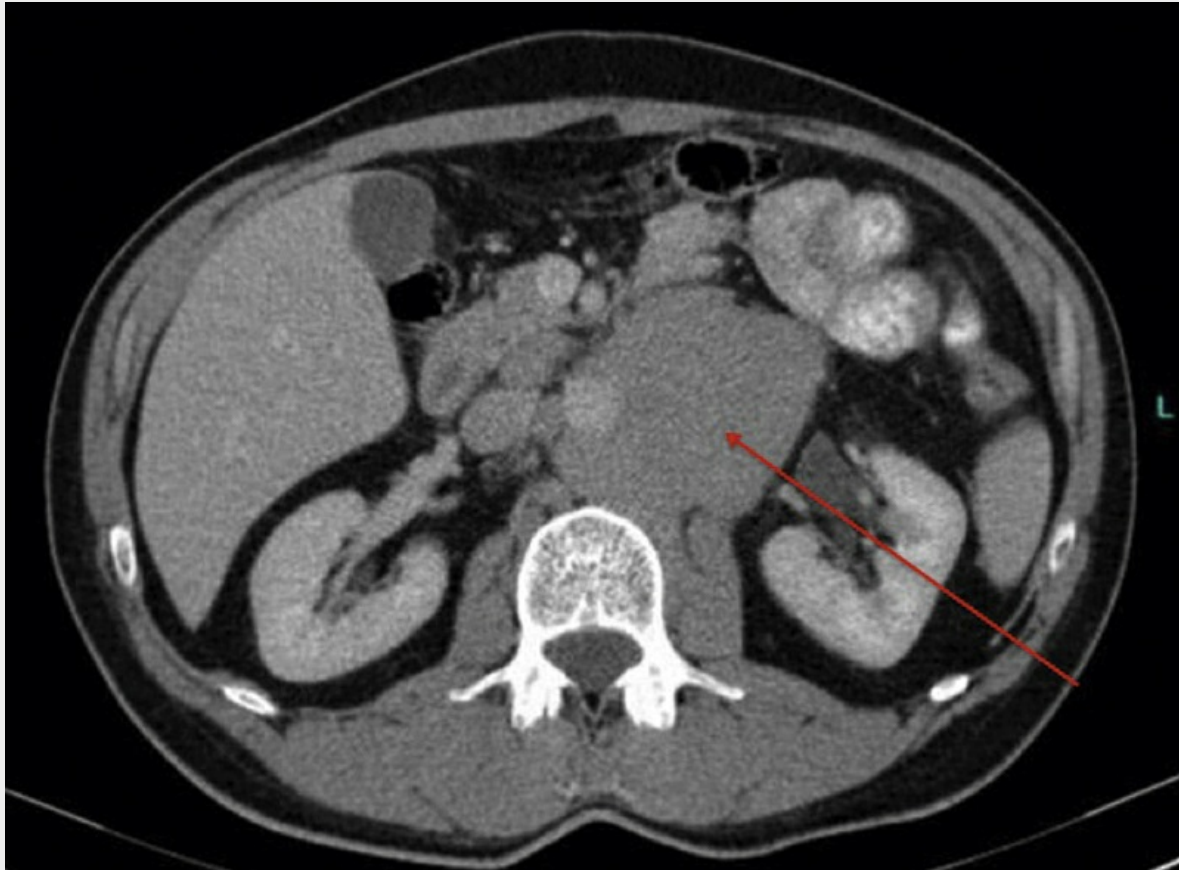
Axiale Abdomen-CT mit Kontrastmittel. Der Pfeil zeigt auf einen ausgedehnten retroperitonealen Lymphombulk.
